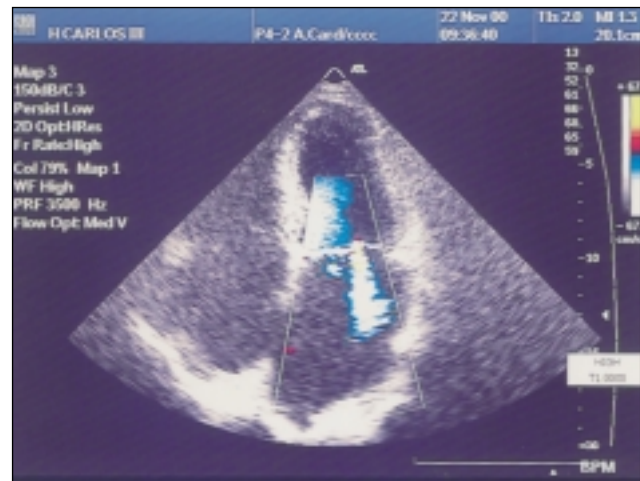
Ecocardiograma: insuficiencia mitral moderada. Cardiopatía isquémica en fibrilación auricular.
